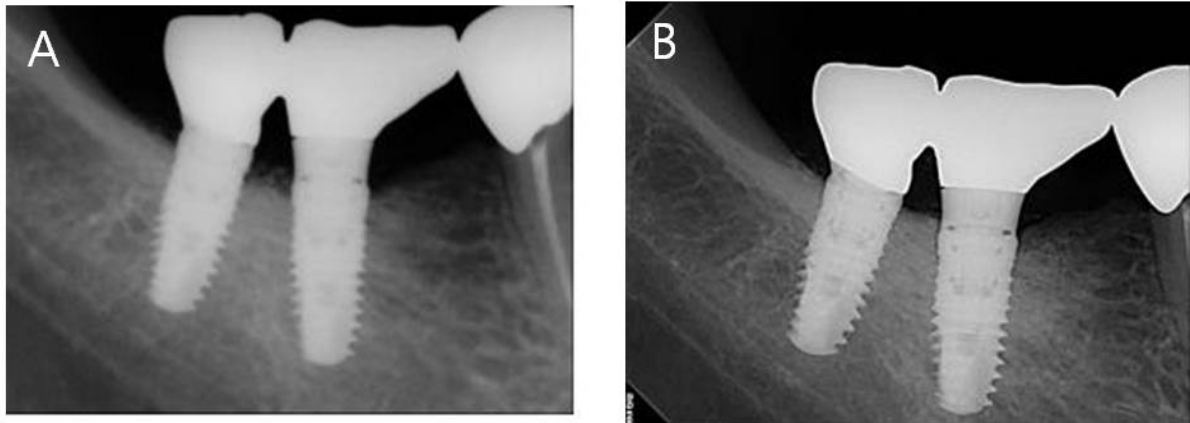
Periapical radiography (A) after final prosthetic delivery, (B) 10 years after the delivery.
